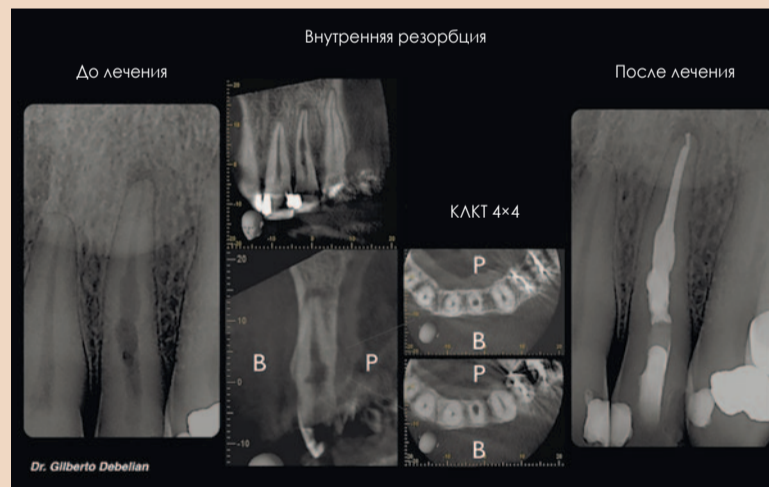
Исходная рентгенограмма демонстрирует признаки резорбции. Срезы КЛКТ показывают, что резорбтивный процесс идет не только в мезиодистальном, но и в вестибуло-оральном направлении. На послеоперационной рентгенограмме видно, что канал полностью запломбирован: это свидетельствует об удалении дентина и дентинной стружки. Еще важнее то, что исходная форма канала была сохранена, т.е., эндодонтическое вмешательство не повлекло за собой ослабление зуба.
